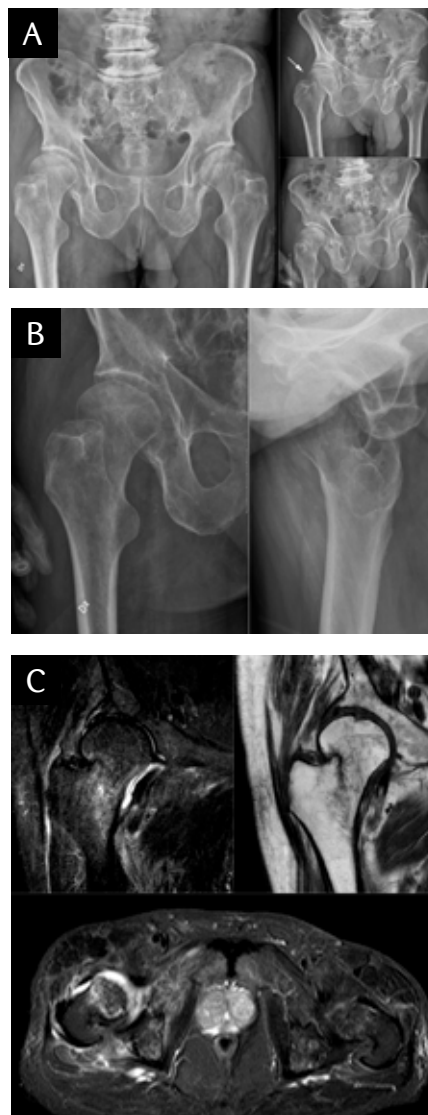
87-årig man med högersidig cervikal höftfraktur. Initialt undersökt med röntgen bäcken inklusive vridbilder (a) samt röntgen höft (b), där frakturen i efterhand endast ses säkert på en av vridbilderna (pil). Röntgenundersökningen är inte optimal med utåtroterade ben. En ledtråd kan vara asymmetrin mellan collum femoris, som trots samma rotationsläge har olika längd på frontalbilden på bäckenet. Frakturen upptäcktes vid MRT två dagar senare (c), där både benmärgsödeme, frakturlinje och utgjutning framställs tydligt.
